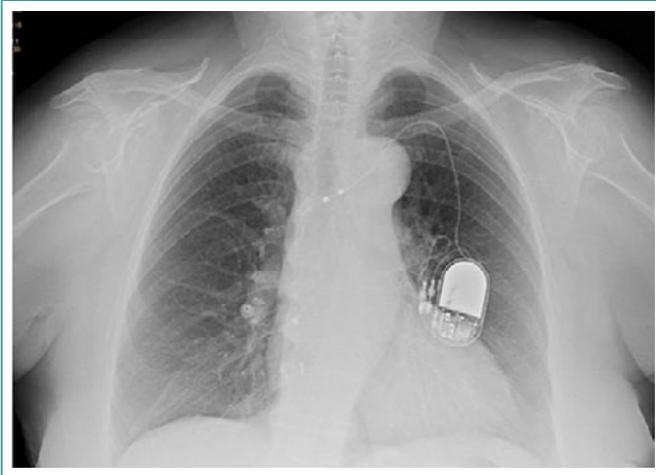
Radiografía de tórax en proyección posteroanterior que presenta el ascenso del electrodo de marcapasos hasta la aurícula derecha y el desplazamiento caudal del generador
